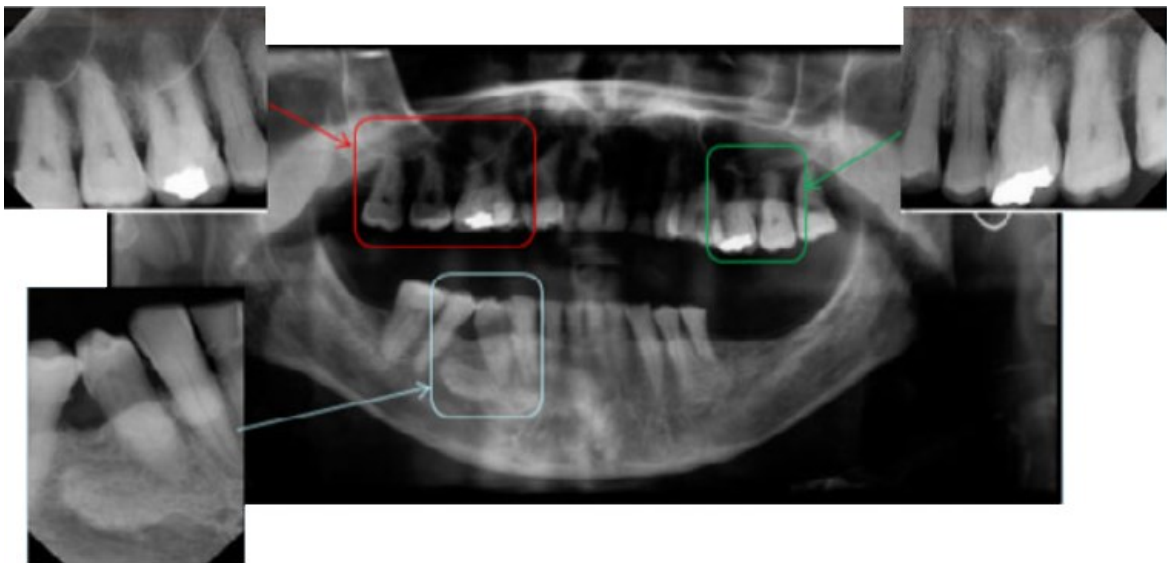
Comparação de uma ortopantomografia AM e radiografias periapicais PM (adaptado de Stow & Higgins, 2018).
